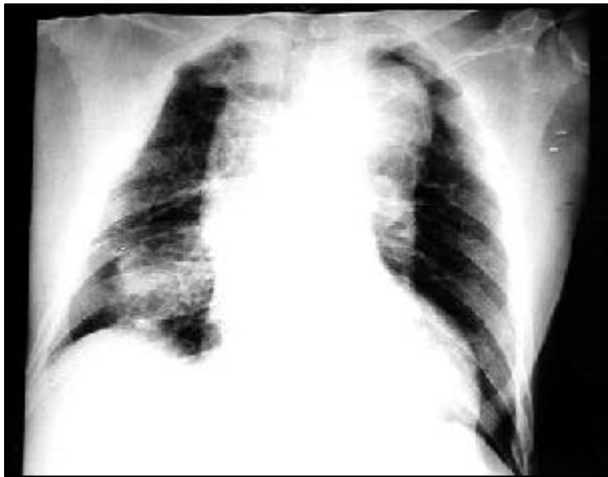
Radiografia de tórax em projeção ântero-posterior.
